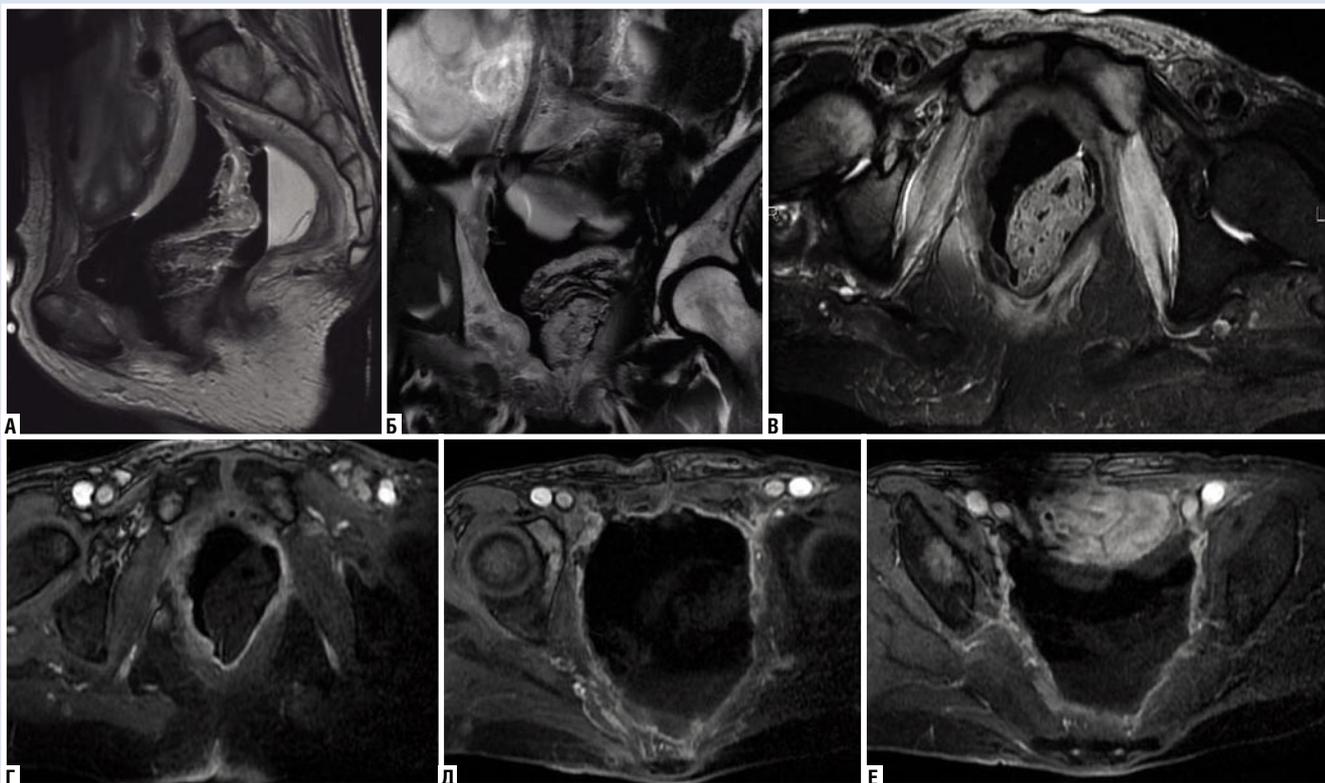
МРТ малого таза в сагитальной (а), корональной (б) и аксиальной проекциях (в–е) в режимах T2 WI (а), T2 FS (в) и 3D LAVA после введения КВ (г, д, е)
